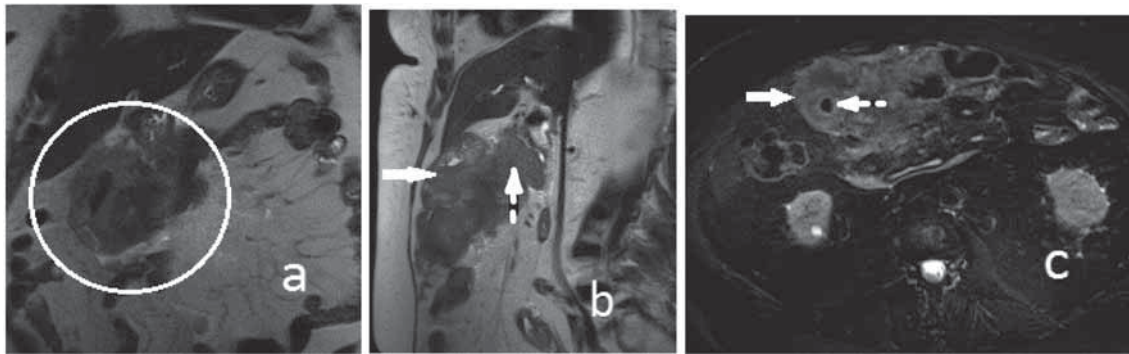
МРТ. T2-ВИ: а – корональный срез; б – сагиттальная плоскость; с – T2FS-ВИ аксиальный срез; визуализируется образование прямой кишки с циркулярным утолщением ее стенки (а) и сужением просвета (с, белая пунктирная стрелка), экзо- и эндофитным ростом, распространяющееся в сальник, прорастающее в антральный отдел желудка (б, белая стрелка), головку поджелудочной железы (б, белая пунктирная стрелка)
